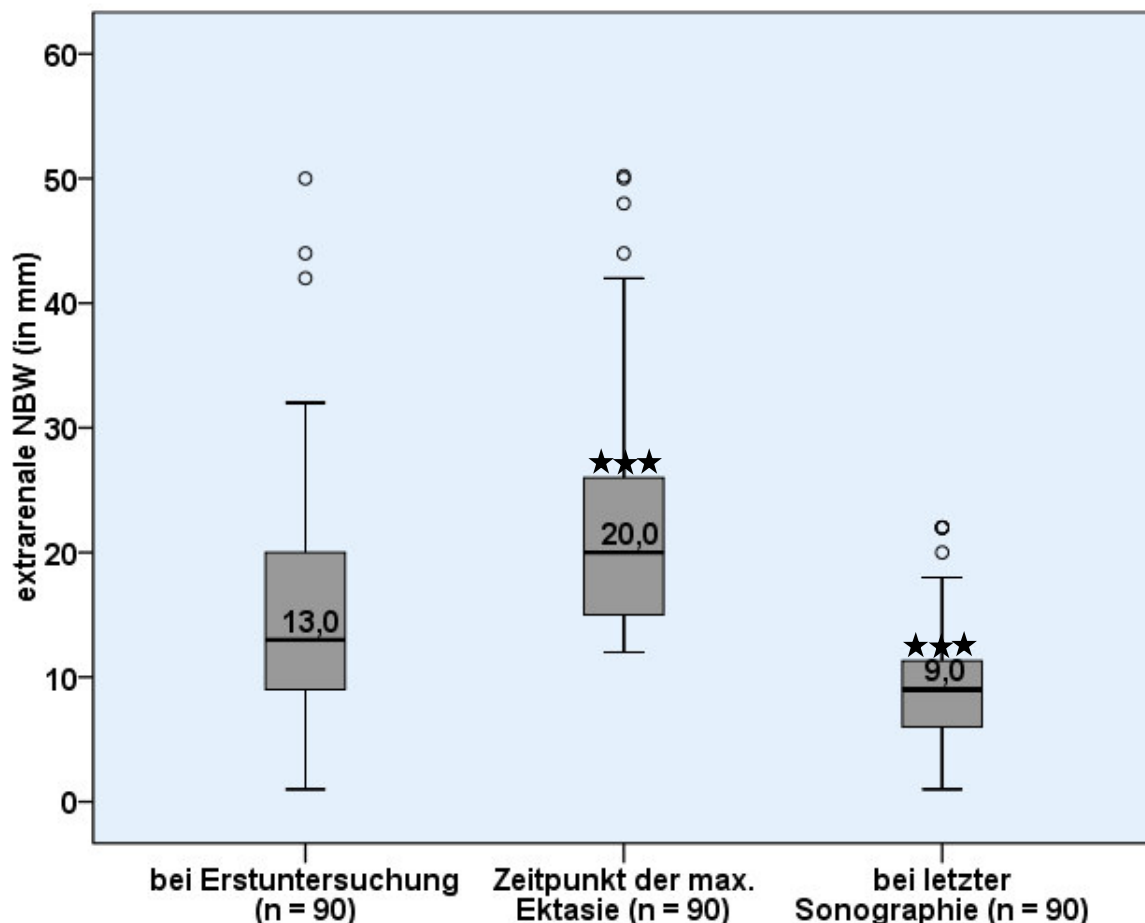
Übersicht über die extrarenale Nierenbeckenweite während des Therapieverlaufs. * zeigt, dass zum Zeitpunkt der maximalen Ektasie sowie bei der letzten Sonographie eine hoch signifikant kleinere ($p < 0,001$) extrarenale Nierenbeckenweite vorlag als bei der Erstuntersuchung
